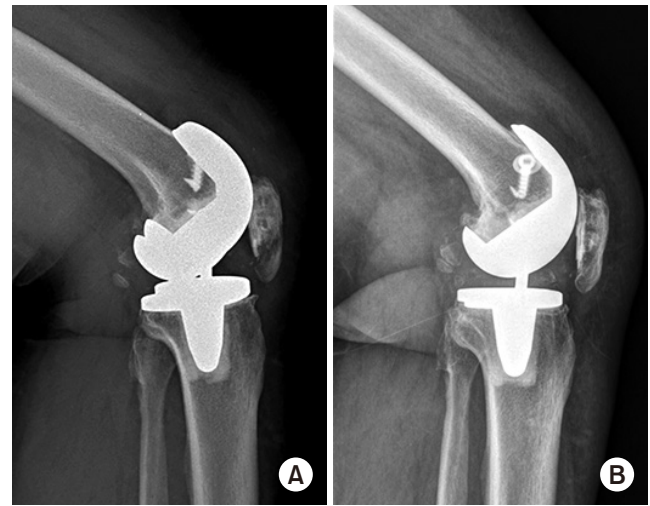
Patellar fracture with non-operative treatment obtained bony union. (A) Radiograph at the time of injury. (B) Radiograph six months after injury.
